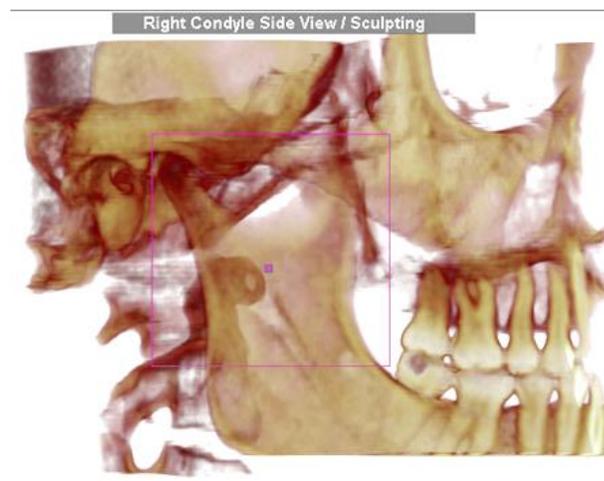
Tomografía Cone-Beam. Se observa el cóndilo del lado derecho en una vista sagital.
